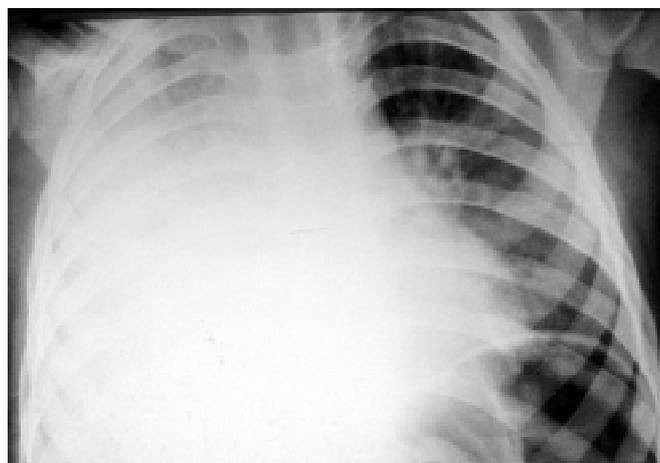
Рентгенограма хв. З., 3 р. Праворуч тотальне затемнення, інтенсивніше в нижньомедіальному відділі
